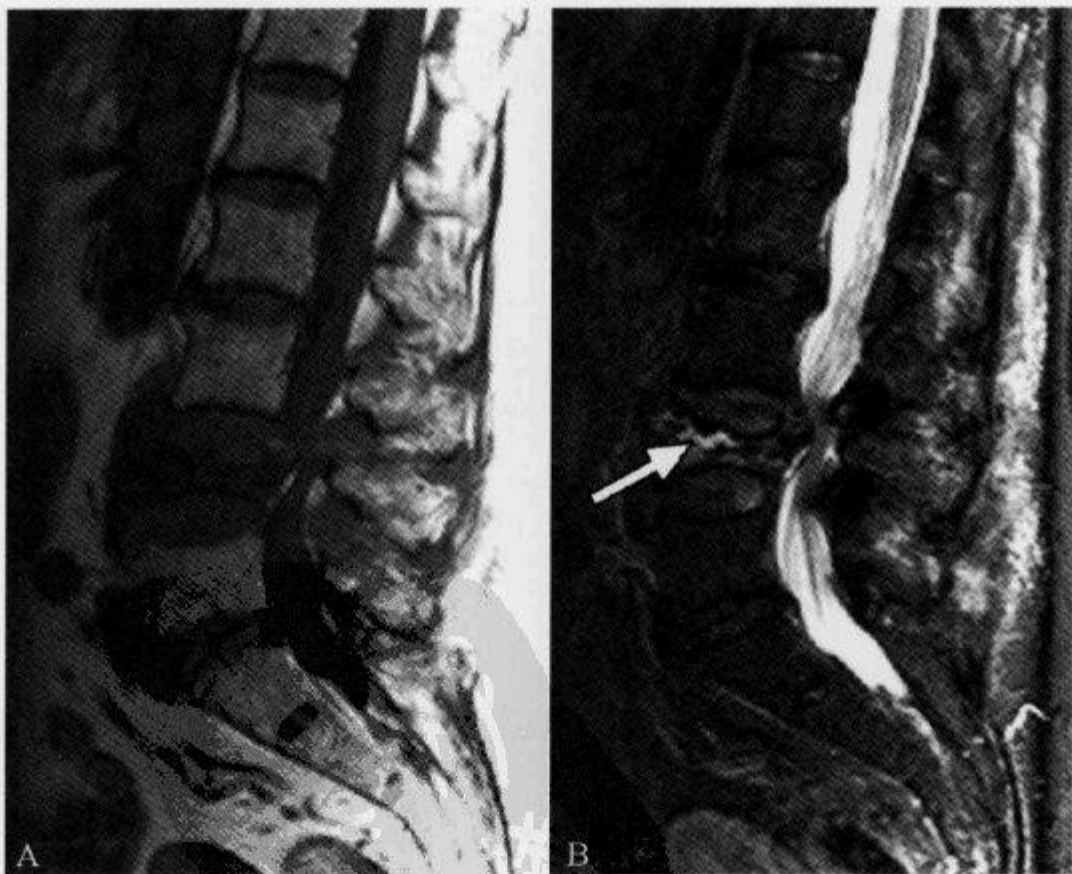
矢状位 MRI 示“MR 液体征”
